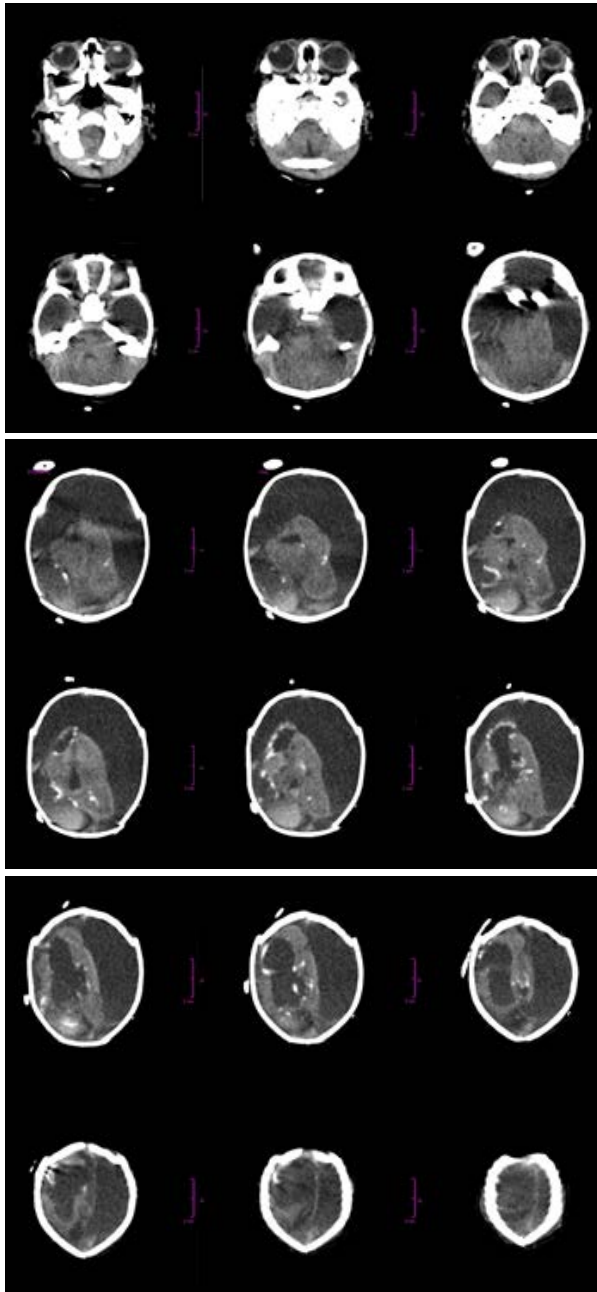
Cortes axiales de tomografía axial computadorizada craneal. Se observa una gran atrofia de ambos hemisferios cerebrales, con importante disminución de su volumen, el cual aparece reducido a pequeñas áreas en las cuales se logró apreciar algo de sustancia blanca con múltiples calcificaciones a su alrededor y desarrollo de grandes higromas quísticos que ocupaban la mayoría de la bóveda craneana.
